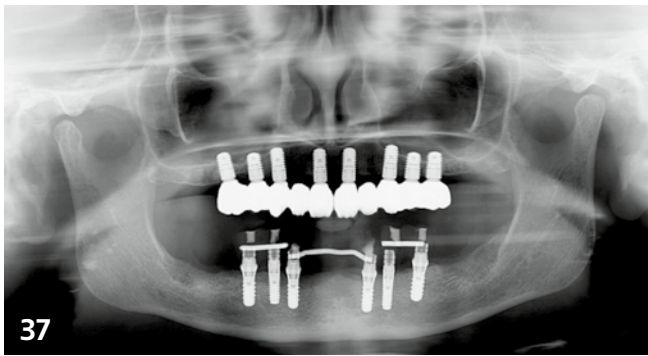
Kontrollorthopantomogramm der definitiven Brücke im Oberkiefer und der provisorischen Brücke im Unterkiefer
